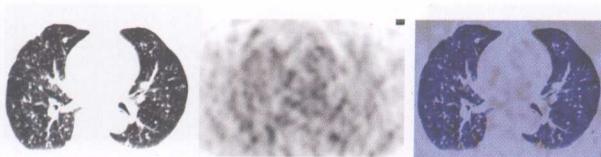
女性, 65岁, 右肺上叶腺癌并肺内转移。 ^{18}F -FDG PET/CT示双肺弥漫粟粒状转移, 粟粒状病灶未见放射性异常浓聚
